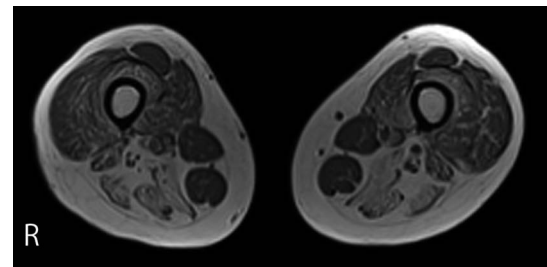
T₂-weighted MRI of the lower extremities of the patient. The thigh muscles including the biceps femoris, semitendinosus and semimembranosus are atrophic and replaced with adipose tissues. The sartorius and gracilis muscles are hypertrophic.
